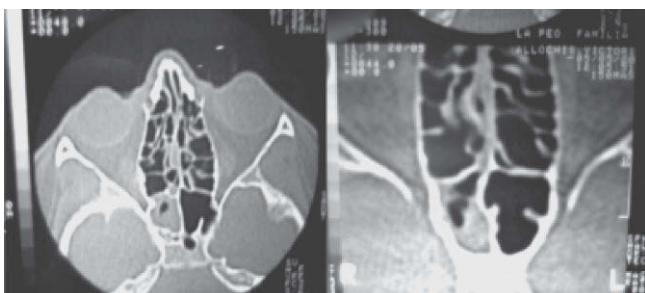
Tomografía computarizada: contenido líquido en el seno esfenoidal.
